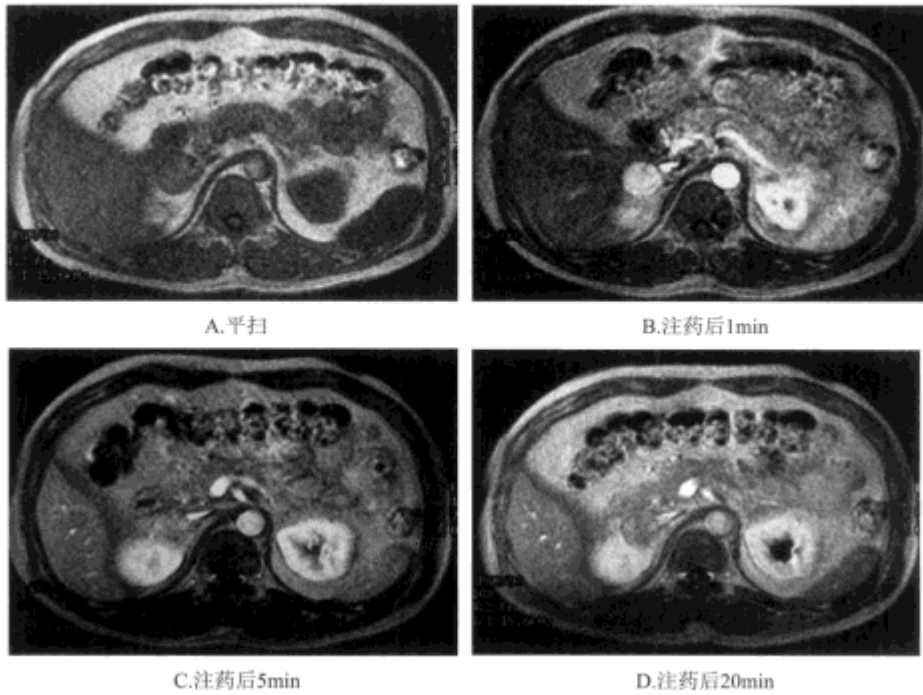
右肾上腺富脂质腺瘤平扫及动态增强MRI检查
